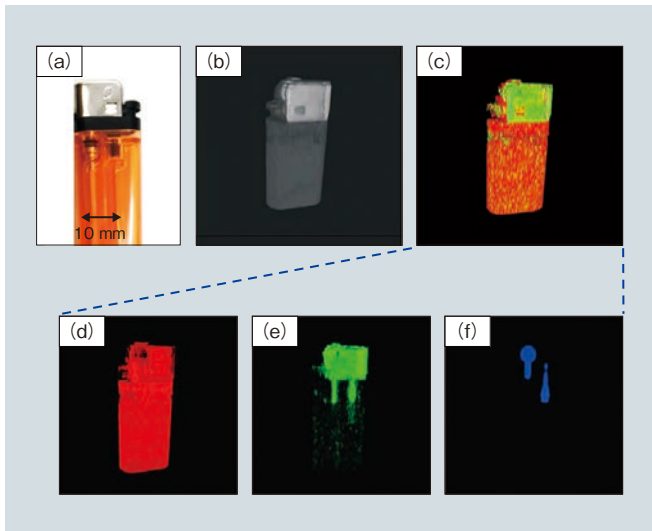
ライターのX線CTイメージ (a) ライター (b) 全エネルギーを積分したCT画像 (c) 多色CT画像 (d) 低エネルギー画像 (プラスチック) (e) 中エネルギー画像 (アルミニウム) (f) 高エネルギー画像 (鉄)
